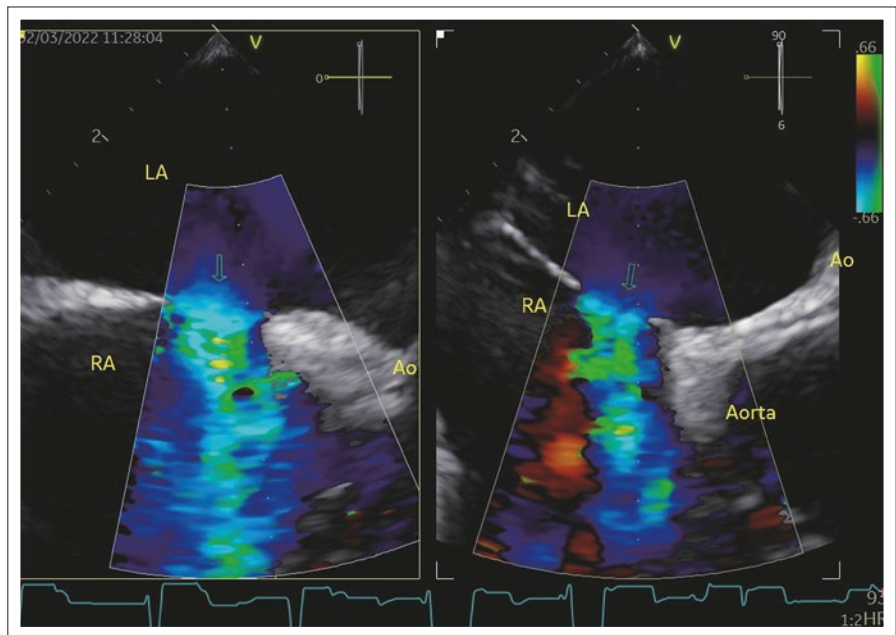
ASD im TEE im Farbdoppler (grüner Pfeil). So sieht man ihn natürlich am besten.
